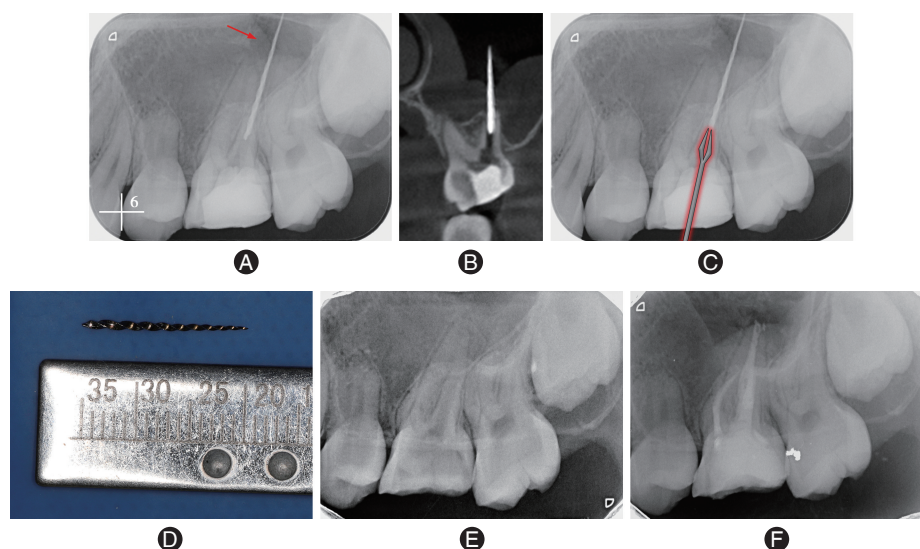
蟹爪钳取左上第一磨牙远颊根超出根尖孔分离器械 A:根尖片显示26远颊根管内较长高密度影超出根尖孔(红色箭头示);B:锥形束CT(CBCT)分析器械长度、根管形态、分离器械与根管三维方向的位置关系,见较长大锥度器械超出根尖孔,大部分位于上颌窦;C:超声松动分离器械后,蟹爪钳夹取分离器械末端并取出;D:取出的分离器械,长度约16.5 mm,大锥度镍钛锉;E:取出分离器械后根尖片显示根管内无残留;F:根充完成后根尖片。
